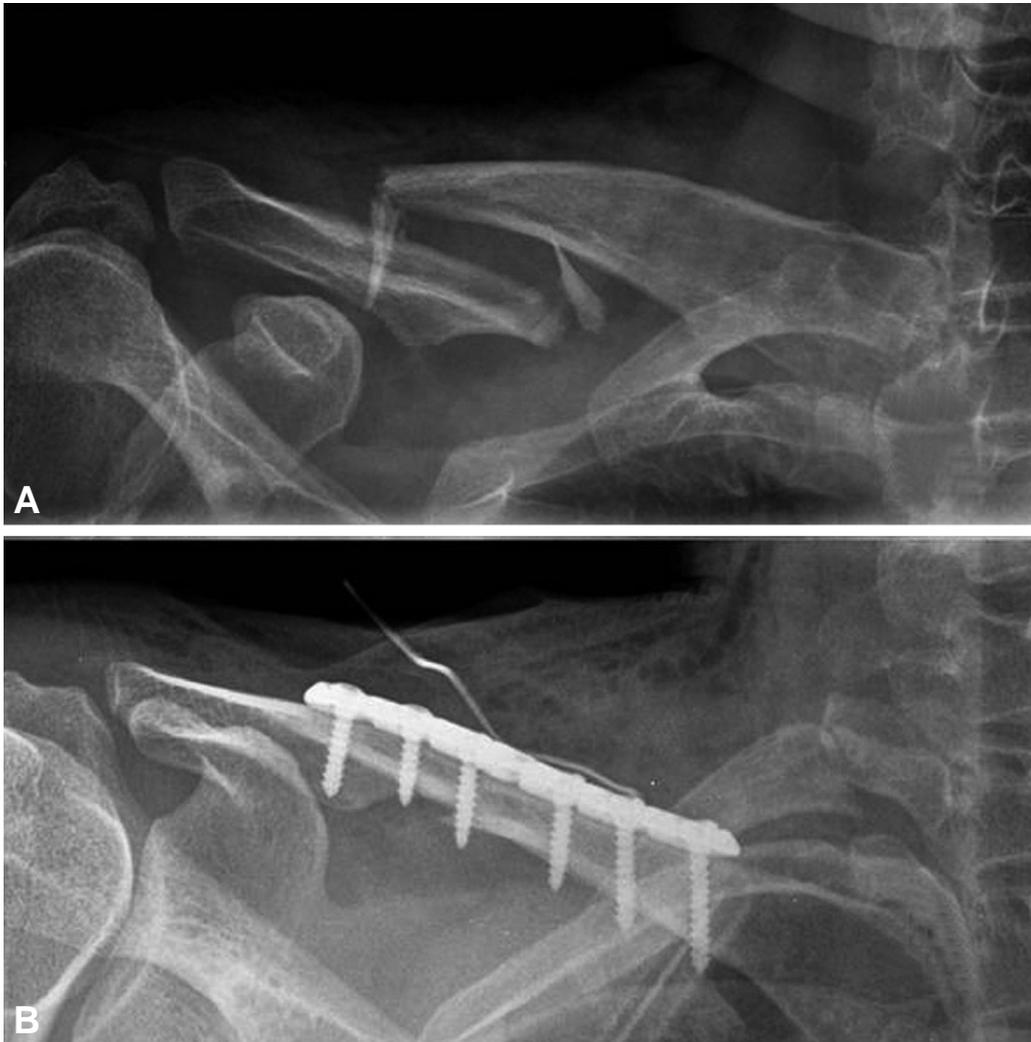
The preoperative radiograph of a 28-year-old male shows displaced and angulated fracture of the middle one-third of the clavicle (A). The postoperative radiograph shows a satisfactory reduction after the fixation of the fracture and displacement and angulations were corrected (B).
